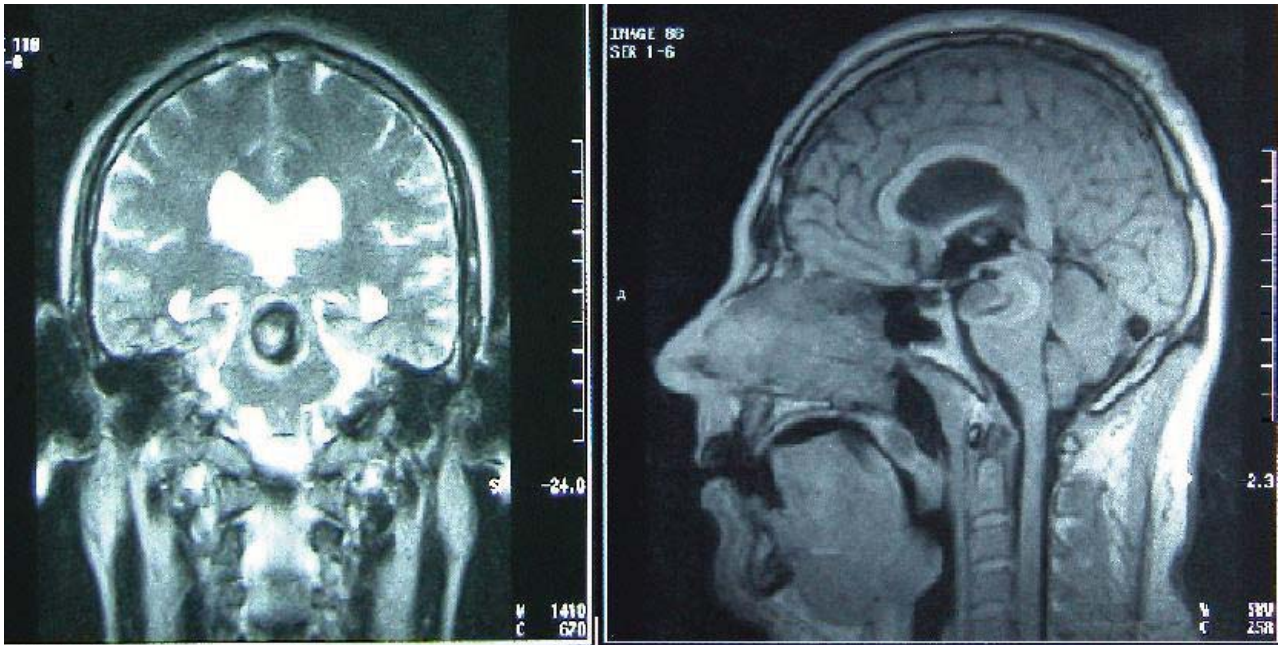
Anevriism gigant al arterei bazilare cu dimensiuni cca 3,0 pe 2,0 cm, cu prezența maselor trombotice în lumen, tomografie prin rezonanță magnetică, 2004
